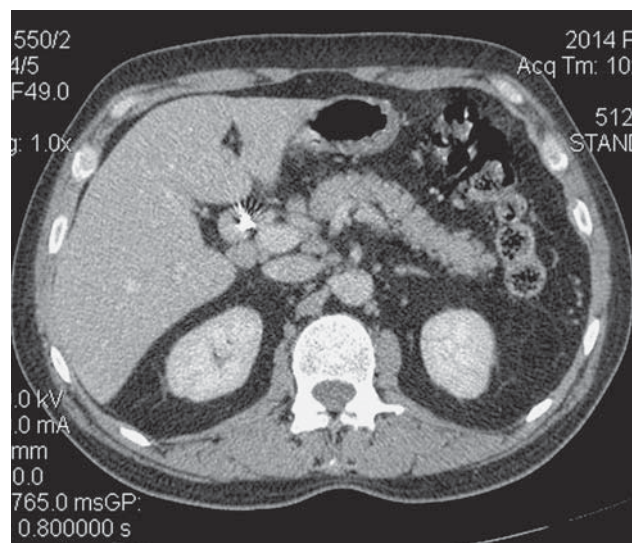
КТ-изображение, в парапанкреатической клетчатке в области головки поджелудочной железы, в печеночно-двенадцатиперстной связке вдоль воротной вены определяются увеличенные лимфатические узлы.
